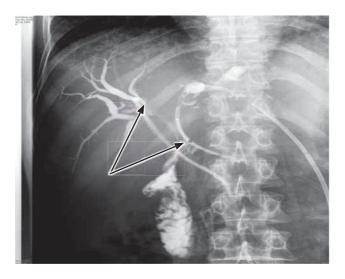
Вариант чресфистульного облучения у больной раком ворот печени Bismuth-IV с метастазами в печень и легкие (продолжительность жизни 23 месяца) после раздельного транспеченочного дренирования. Рентгеноконтрастные метки указаны стрелками
